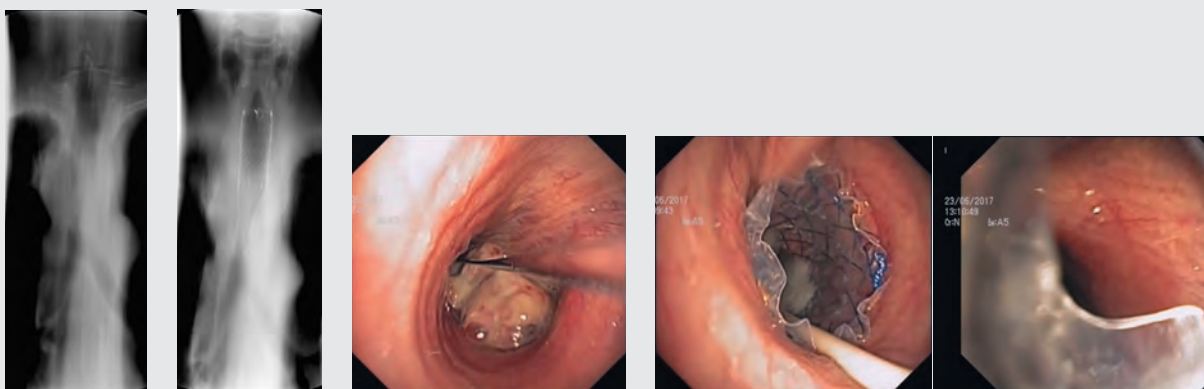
Стентирование трахеи и правого главного бронха. А – линейная томограмма до установки стента, б – линейная томограмма после установки стента, в – установка струны-проводника, г – раскрытие стента, д – контроль раскрытия дистального края стента
